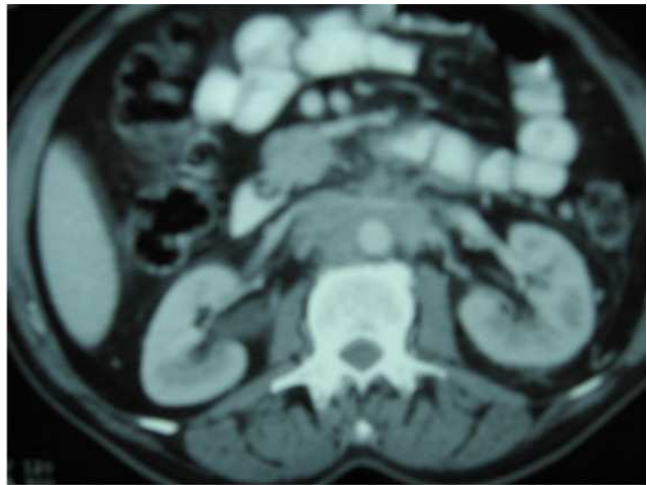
B. Tomografía de abdomen, corte axial. Se muestra la masa retroperitoneal envolviendo la aorta abdominal.
